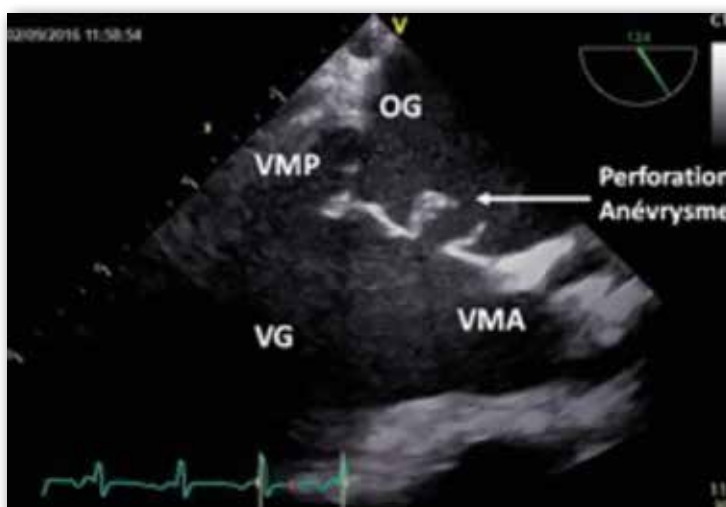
Anévrisme perforé de la valve mitrale antérieure en échocardiographie transoesophagienne (OG: oreillette gauche, VMA: valve mitrale antérieure, VMP: valve mitrale postérieure, VG: ventricule gauche).
